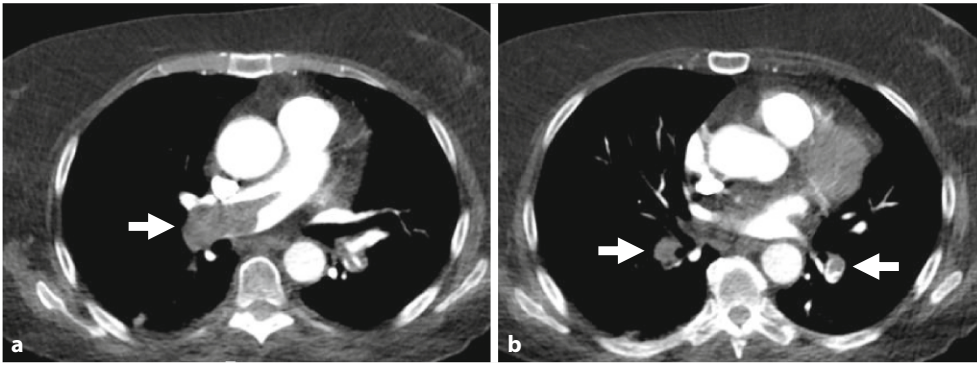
◀ Computertomographie-Pulmonalisangiographie (CTPA) bei Lungenarterienembolie (LAE). Pfeile Kontrastmittelaussparung durch einen Thrombus im Hauptstamm der A. pulmonalis (a) mit Ausdehnung in beide Unterlappenarterien (b)
